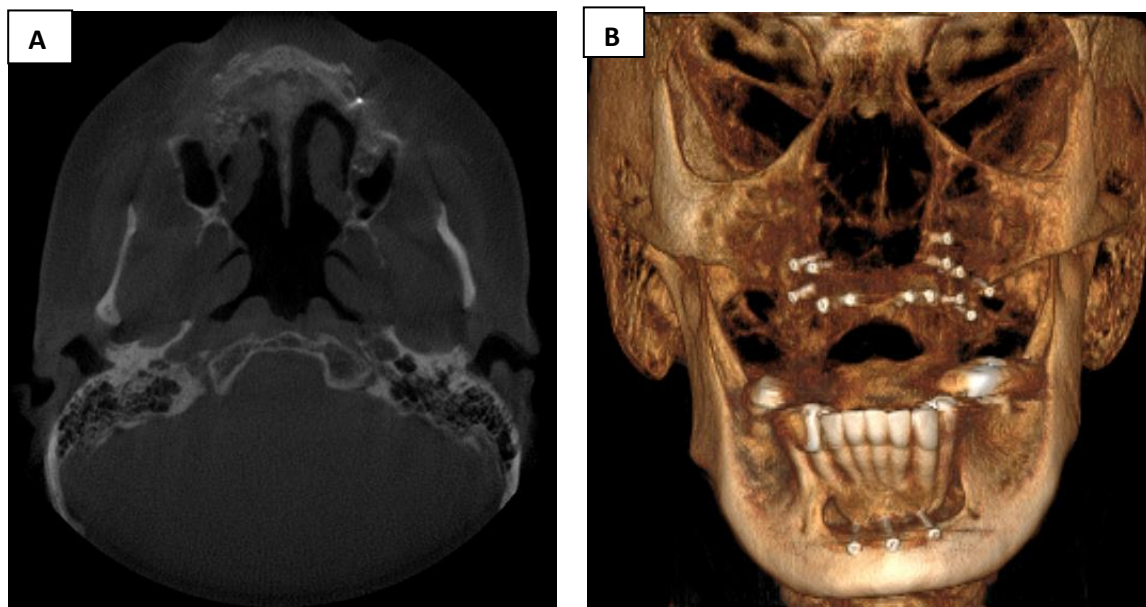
Caso 1. Tomografía Computarizada y Reconstrucción 3D de control, (A) Corte axial donde se observa ganancia vertical y horizontal de volumen óseo maxilar; (B) injerto de cresta iliaca osteointegrado + osteotomía segmentaria anterior mandibular.*
